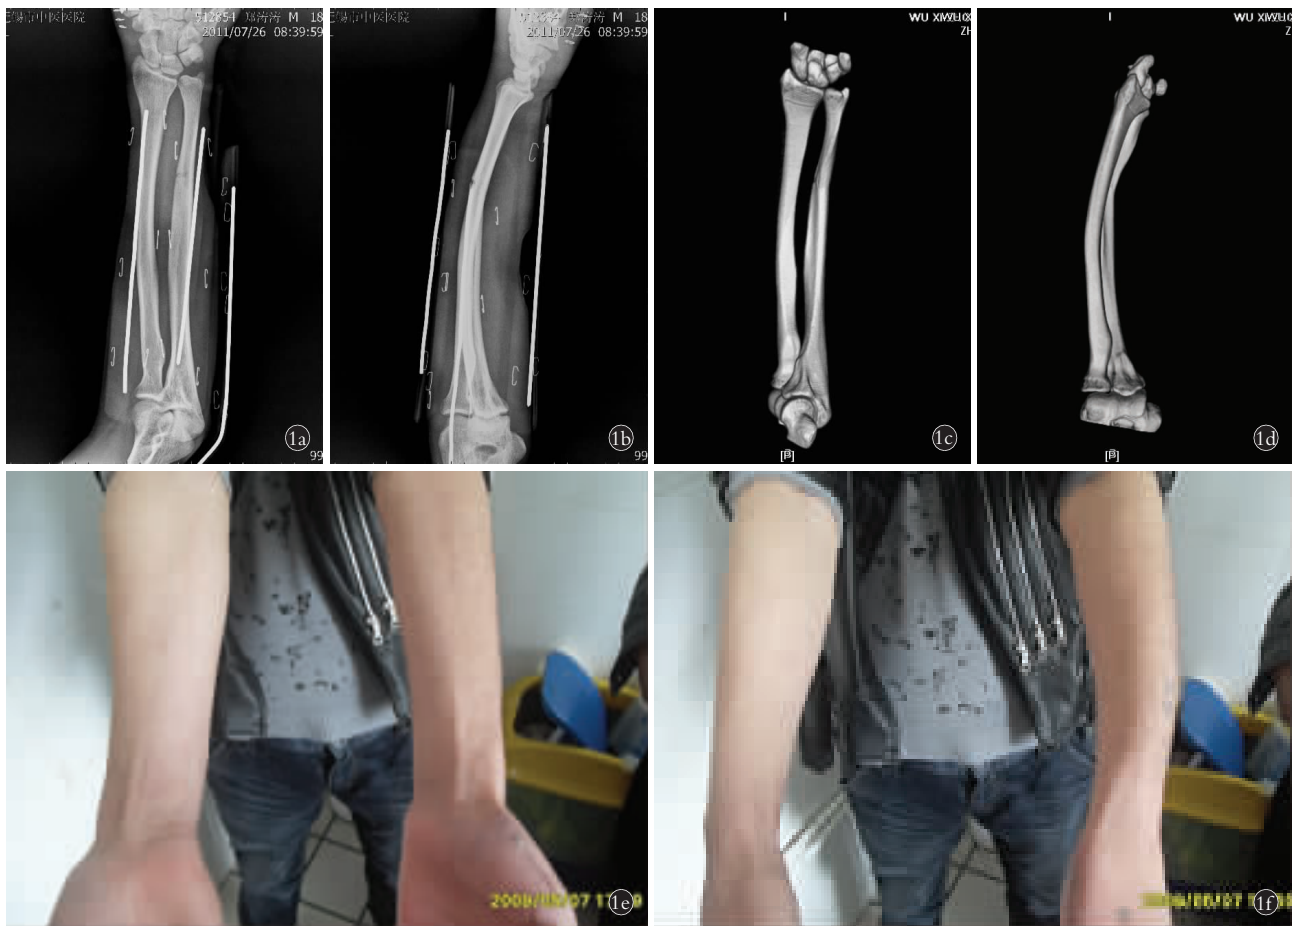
患者,男,18 岁,左尺骨骨折,左桡骨可塑性弯曲,左第 1 掌骨、第 5 指骨近节骨折 1a. 入院时正位 X 线片示尺骨骨折,桡骨未见骨折线 1b. 入院时侧位 X 线片示桡骨向掌侧弯曲 1c,1d. 入院时 CT 重建示尺骨骨折,桡骨未见骨折线,桡骨向掌侧弯曲 1e,1f. 整复后 3 个月外观示患侧明显畸形且腕关节旋转受限
